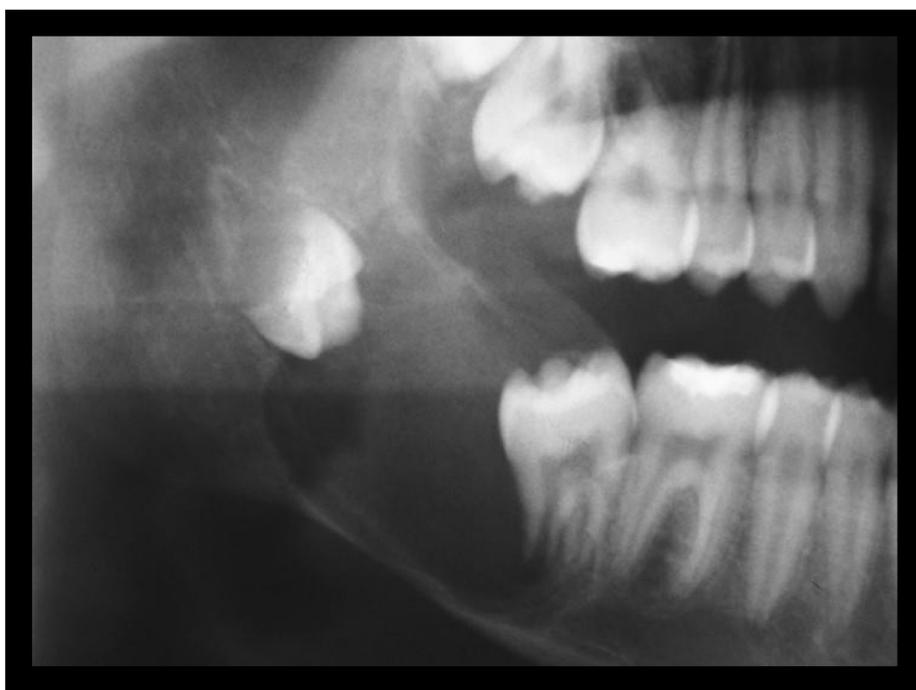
ortopantomografía de QO, segundo y tercer molar se encuentran incluidos en la lesión.⁴
